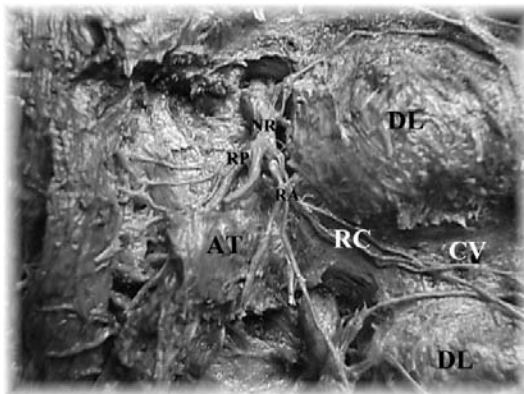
Preparación cadavérica, vista lateral. NR: Nervio Raquídeo. RP: Ramo Primario Posterior. RM: Rama Medial. RL: Rama Lateral. AT: Apófisis Transversa. CV: Cuerpo Vertebral. DL: DiscoLumbar. RC: Ramo Comunicante.
